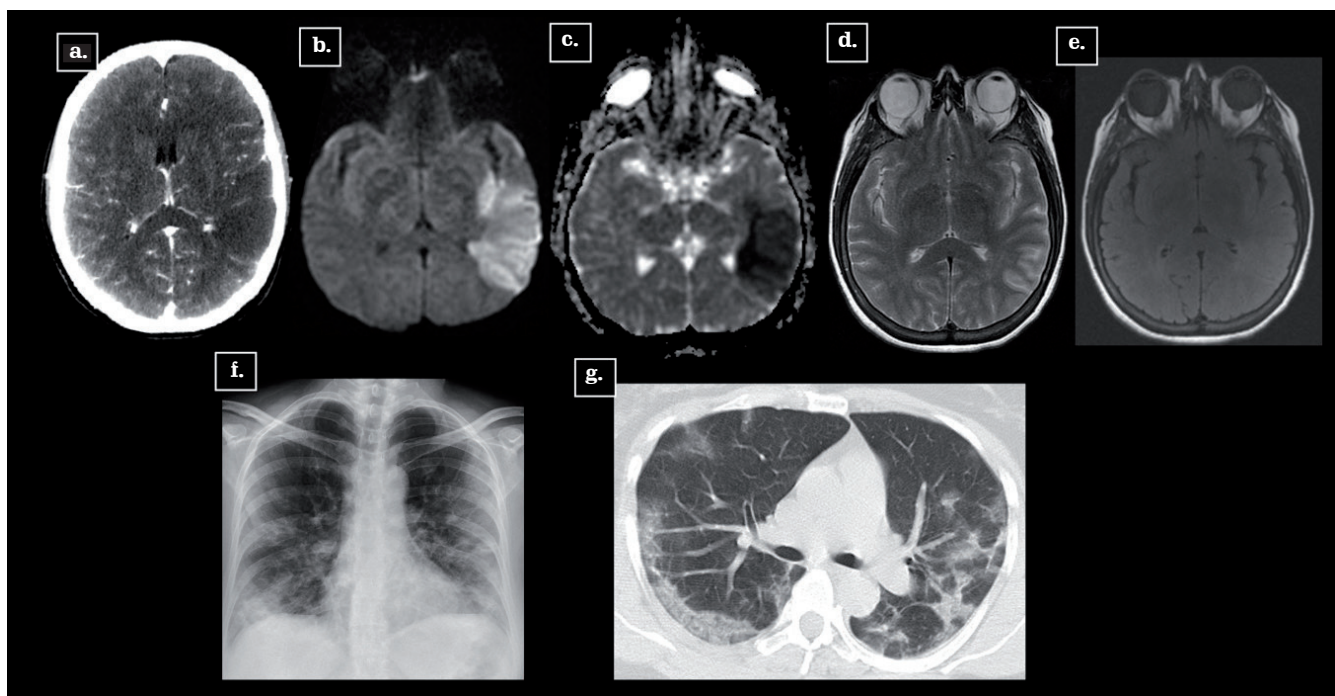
Infarto hiperagudo de la ACM en el segmento M3 izquierdo. Paciente femenina de 69 años, PCR COVID-19 positiva. Tomografía de cráneo contrastada (a): defecto de opacificación en el segmento M3 de la arteria cerebral media izquierda, asociado con hipodensidad corticosubcortical que compromete el lóbulo temporal izquierdo en los giros superior medio y subcentral izquierdo. RM cerebral, simple, difusión axial (b), coeficiente aparente de difusión, mapa (ADC) (c), T2WI (d), FLAIR axial (e): área de restricción en DWI y mapa ADC, en territorio de ACM izquierda, escasa representación en secuencia T2W, con desacople T2W/FLAIR. Radiografía de tórax AP (f) y TC torax axial sin contraste (g): opacidades de ocupación alveolar con patrón en vidrio esmerilado de distribución multilobar subpleural de mayor profusión en lóbulos inferiores. Fuente: los autores.
